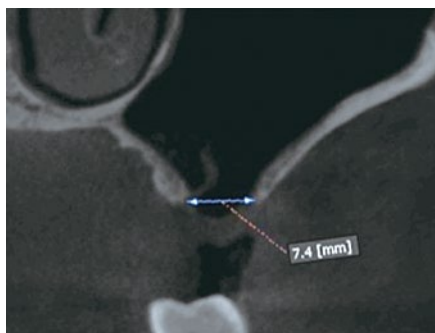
術前のCTクロスセクショナル像。頬舌的にも大きな骨欠損が認められる。
